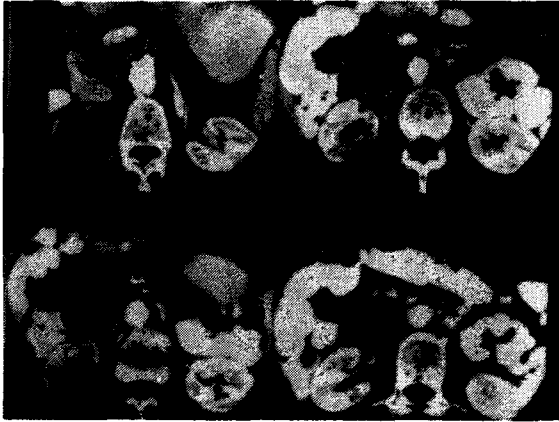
Dinamik helikal BT incelemesi Pankreas başı lokalizasyonundaki kitlenin aort duvarına olan invazyonu daha net gösterilmekte, ayrıca pankreas gövde kısmında konvansiyonel BT ile gösterilemeyen pankreatik kanal incelemesinde görülebilmekte.
